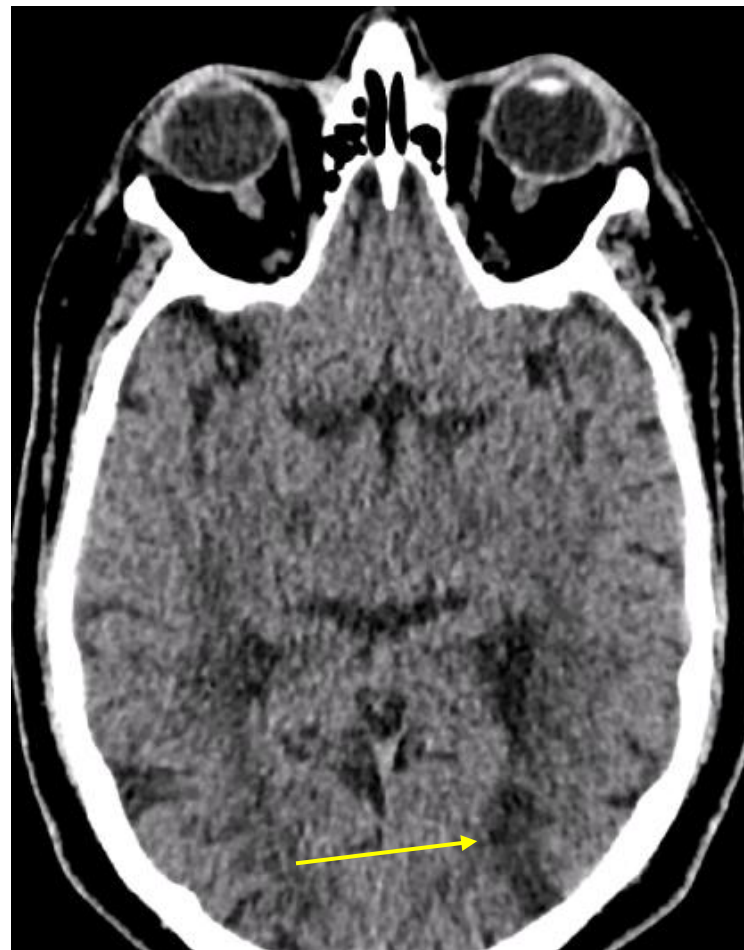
TC cráneo sin CIV. Lesión isquémica establecida subaguda en lóbulo occipital izquierdo (territorio frontera ACM-ACP) (flechas).
